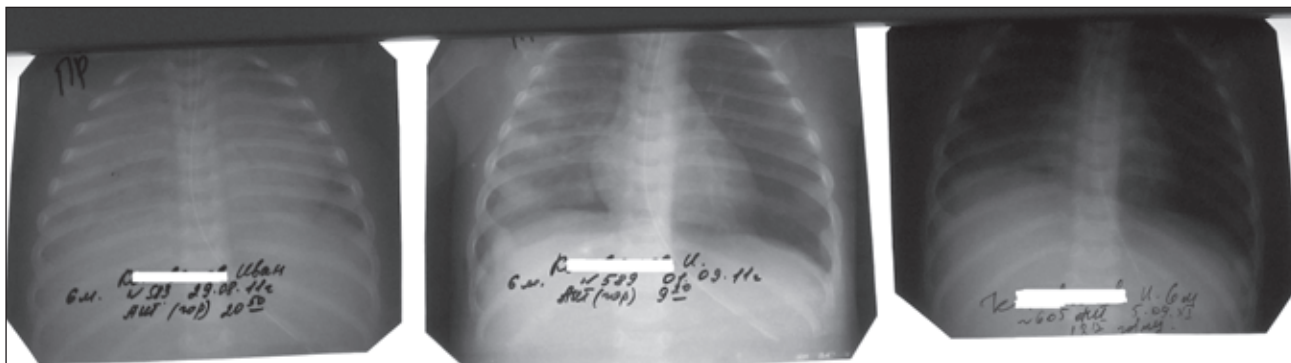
Рентгенограмма больного К.
